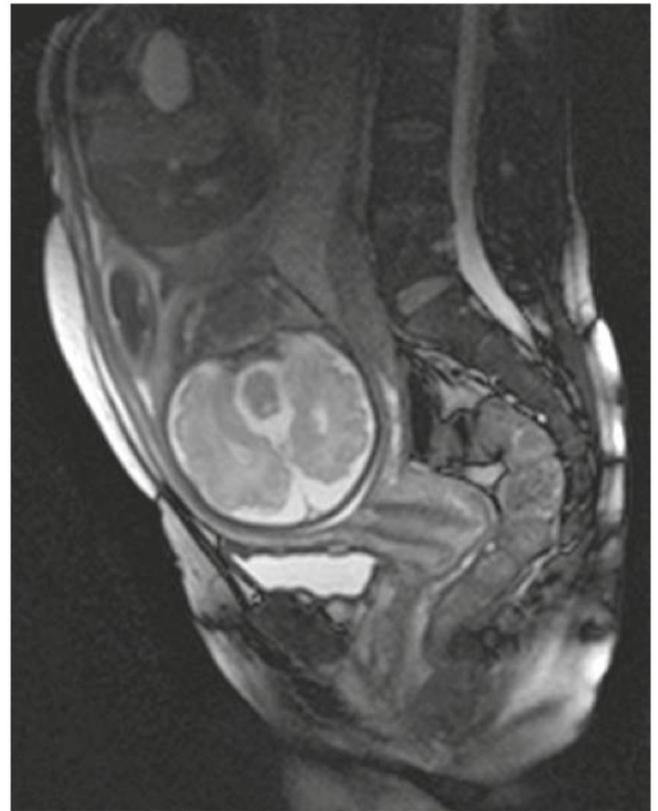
Imagen de resonancia magnética sagital potenciada en T2 a través del abdomen materno que muestra un cuello uterino normal a las 33 semanas de gestación.
